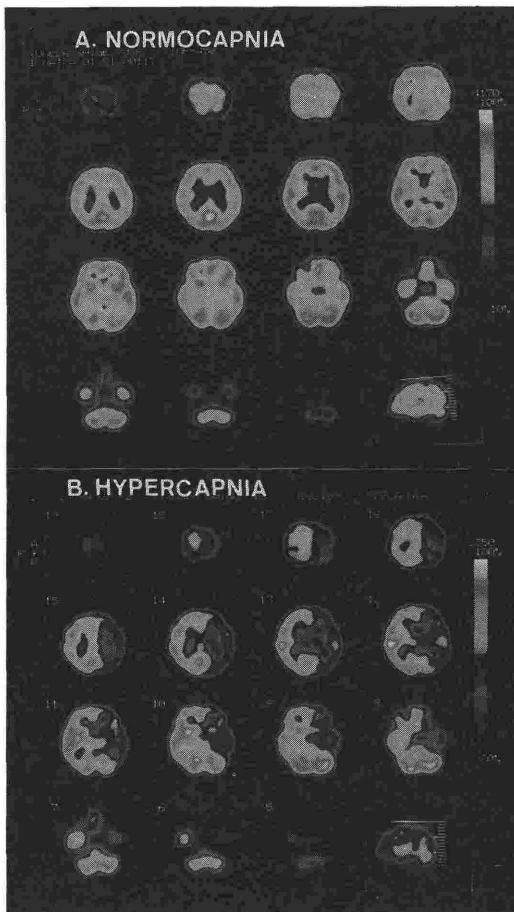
Cerebral blood flow (CBF) images (IMP-SPECT) of a patient with severe stenosis of the left internal carotid artery. Although CBF pattern is symmetric at normal respiration (A), CBF increase in response to hypercapnia is affected in the pathologic brain (B).
